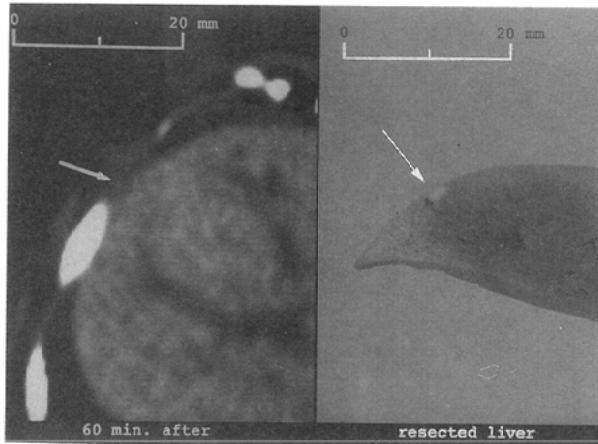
CT and macroscopic findings of the minimum liver mass. Its size was 3.2×3 mm on the CT image and 3×2 mm on the macro findings (\rightarrow). This case was examined using 2 mm slice and 2 mm pitch.
